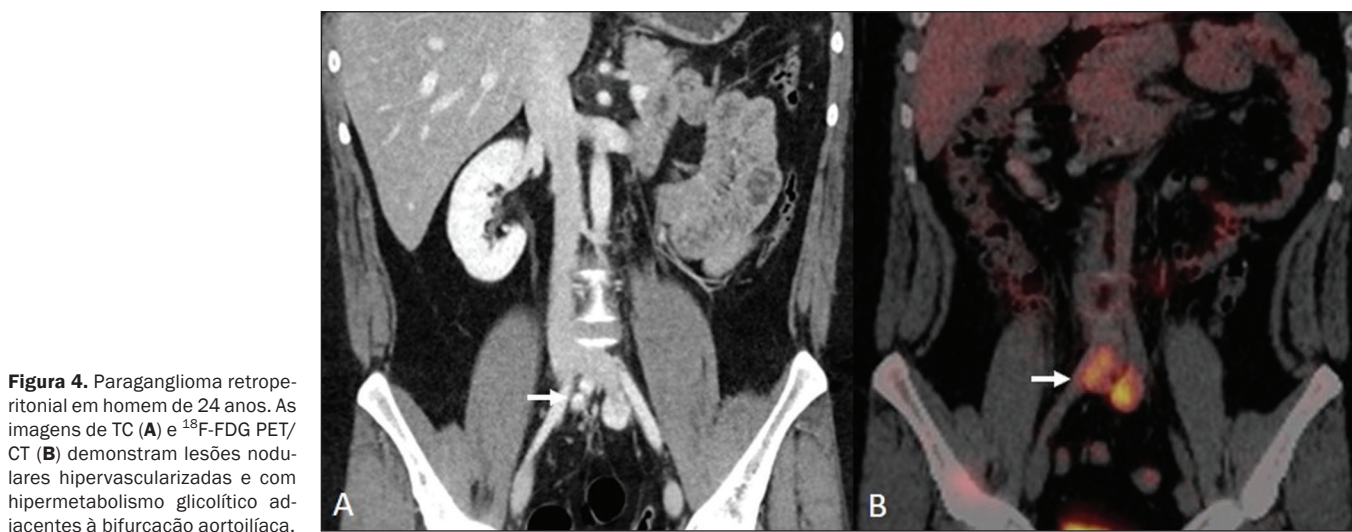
Paraganglioma retroperitoneal em homem de 24 anos. As imagens de TC (A) e ¹⁸F-FDG PET/CT (B) demonstram lesões nodulares hipervascularizadas e com hipermetabolismo glicolítico adjacentes à bifurcação aortoiliaca.
